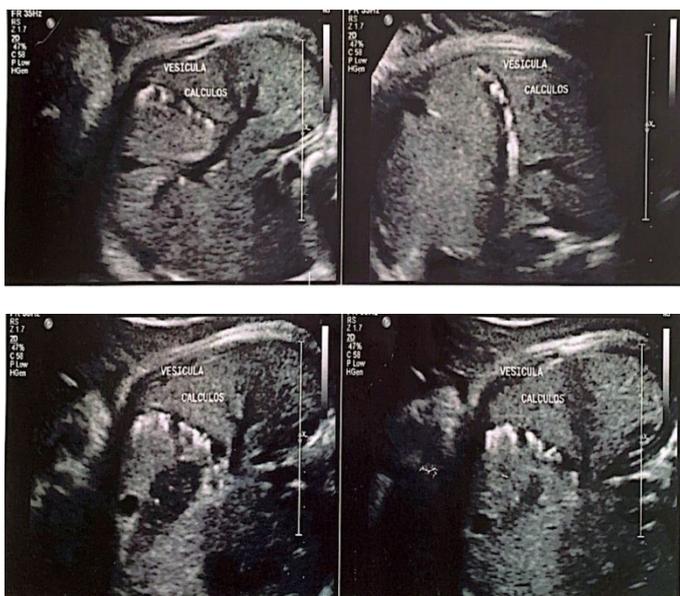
Ultrassonografia obstétrica realizada em modo bidimensional em equipamento dinâmico convexo na frequência de 2 a 5 HHZ
